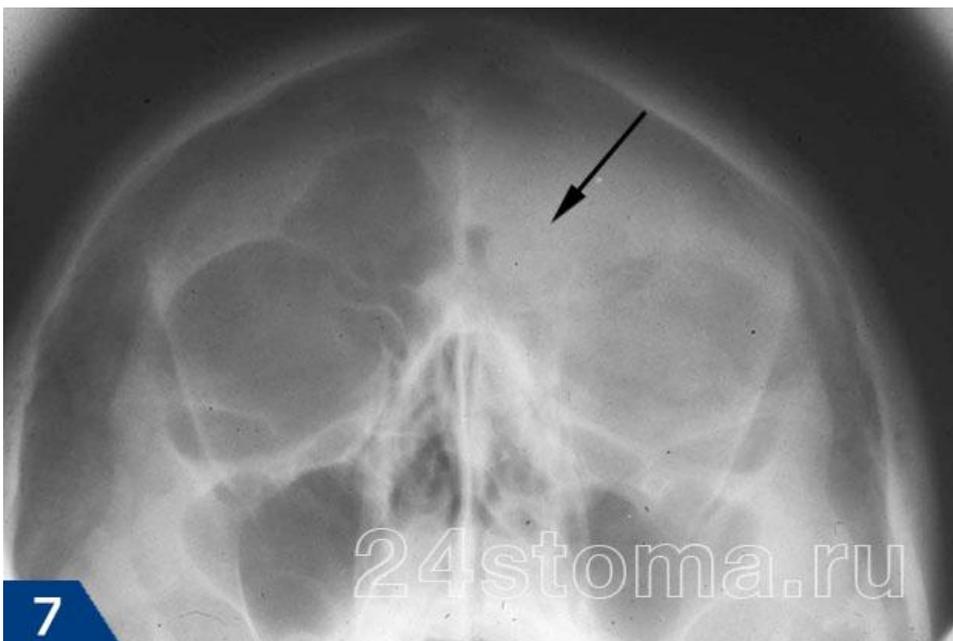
Рентгенограмма при фронтите
